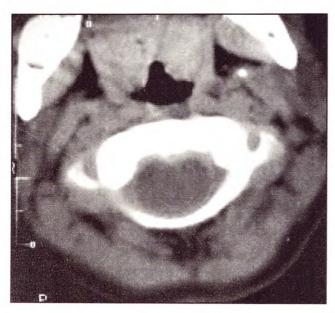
TAC que muestra una lesión quística hipodensa intraespinal.
